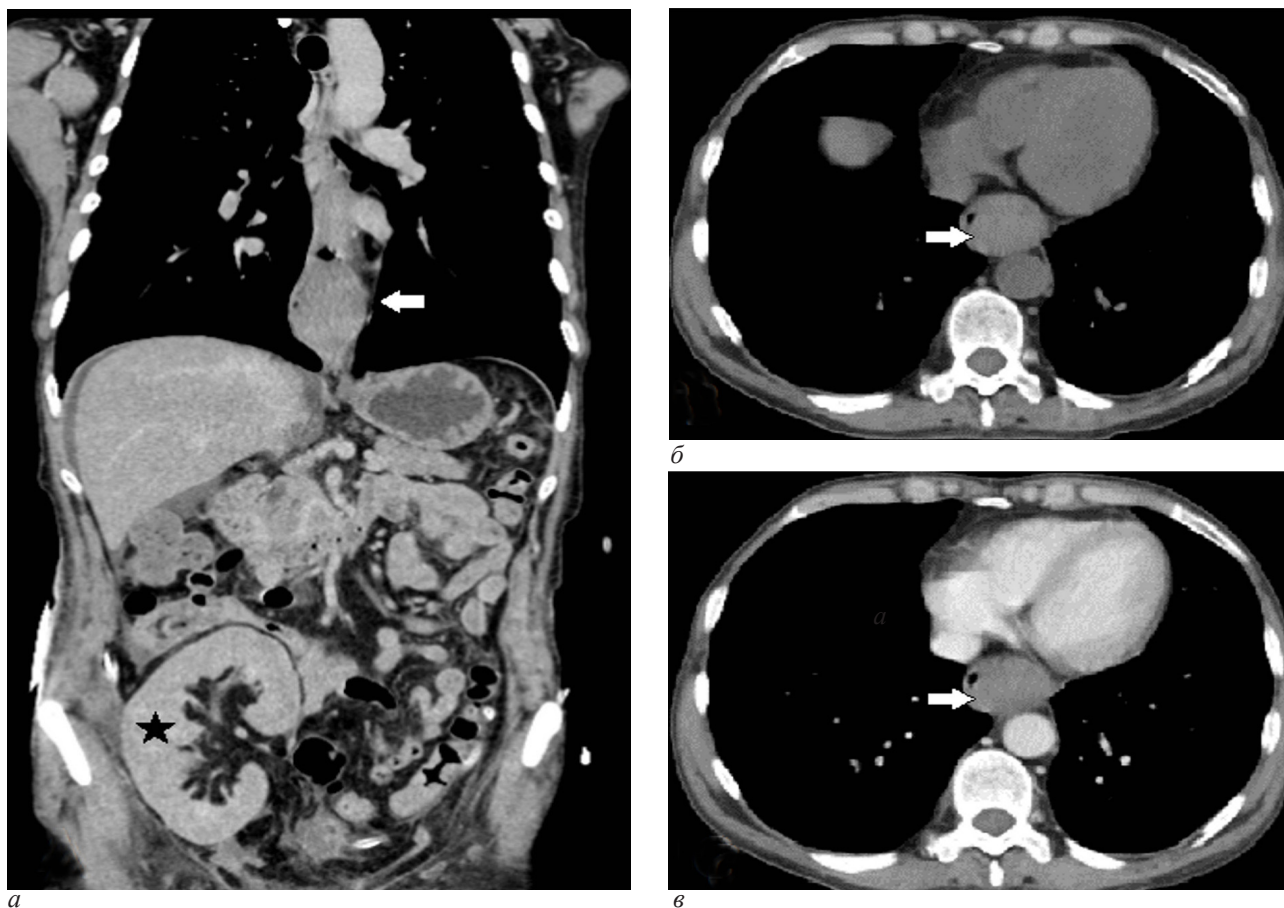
КТ груди и живота с внутривенным контрастным усилением на 5-е сутки после трансплантации почки: а – фронтальная реконструкция: дополнительное образование нижней трети пищевода веретенообразной формы поперечными размерами 40 мм, протяженностью 65 мм (стрелка). В правой подвздошной области определяется трансплантат почки (звездочка);
